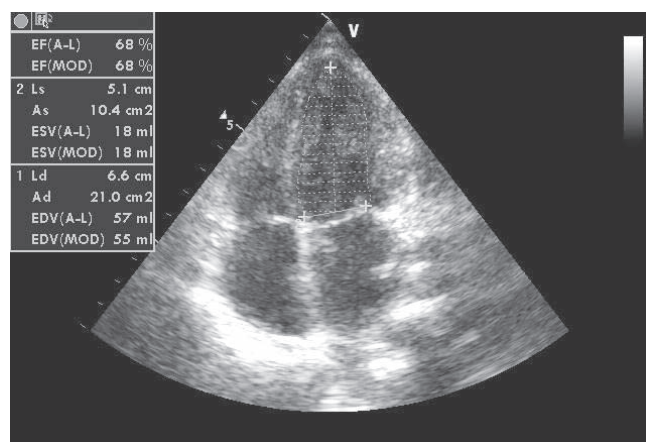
Ecocardiografie transtoracică secțiune apical 4 camere: cavitați stângi de dimensiuni normale, fracție de ejeție ventricular stângă normală.
